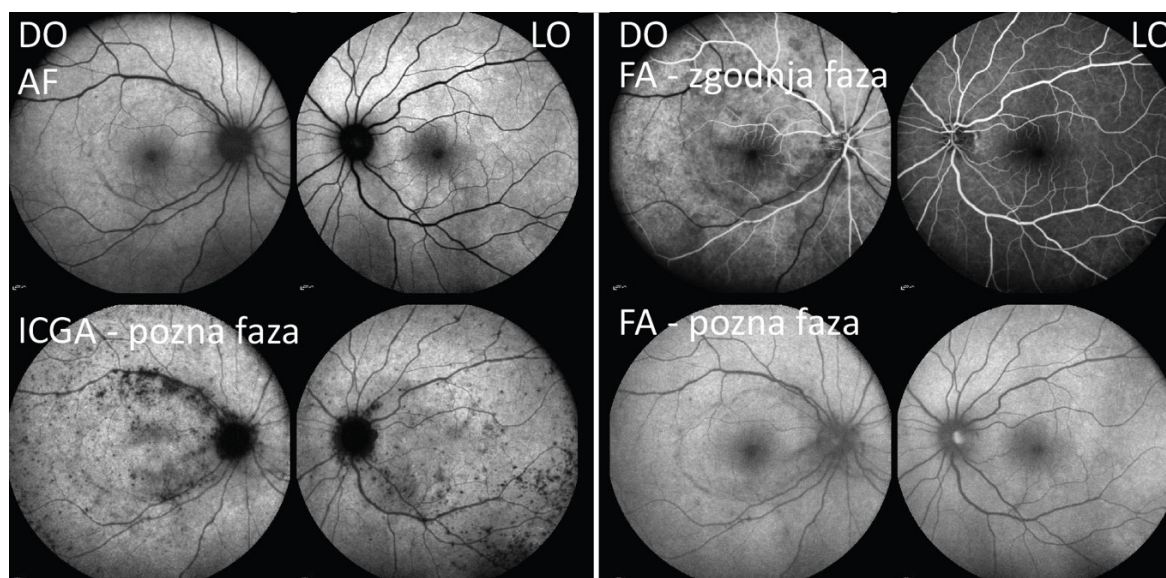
Slikanje mrežnice z optično koherentno tomografijo (OCT) je pokazalo stanjšanje fotoreceptorskih plasti v paracentralnem delu makule (Slika 3), medtem ko sta fluoresceinska in indocianinska angiografija pokazali počasno polnjenje horoidalnih žil in drobne ostro omejene hipofluorescence na očesnem ozadju (Slika 4).
